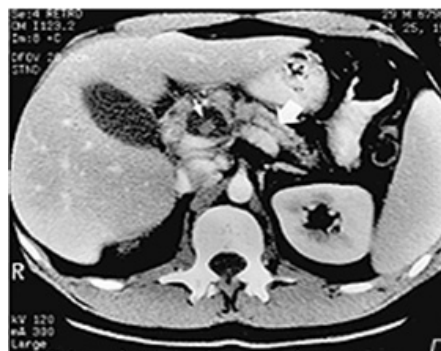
CT abdominal. Pancreatită acută
